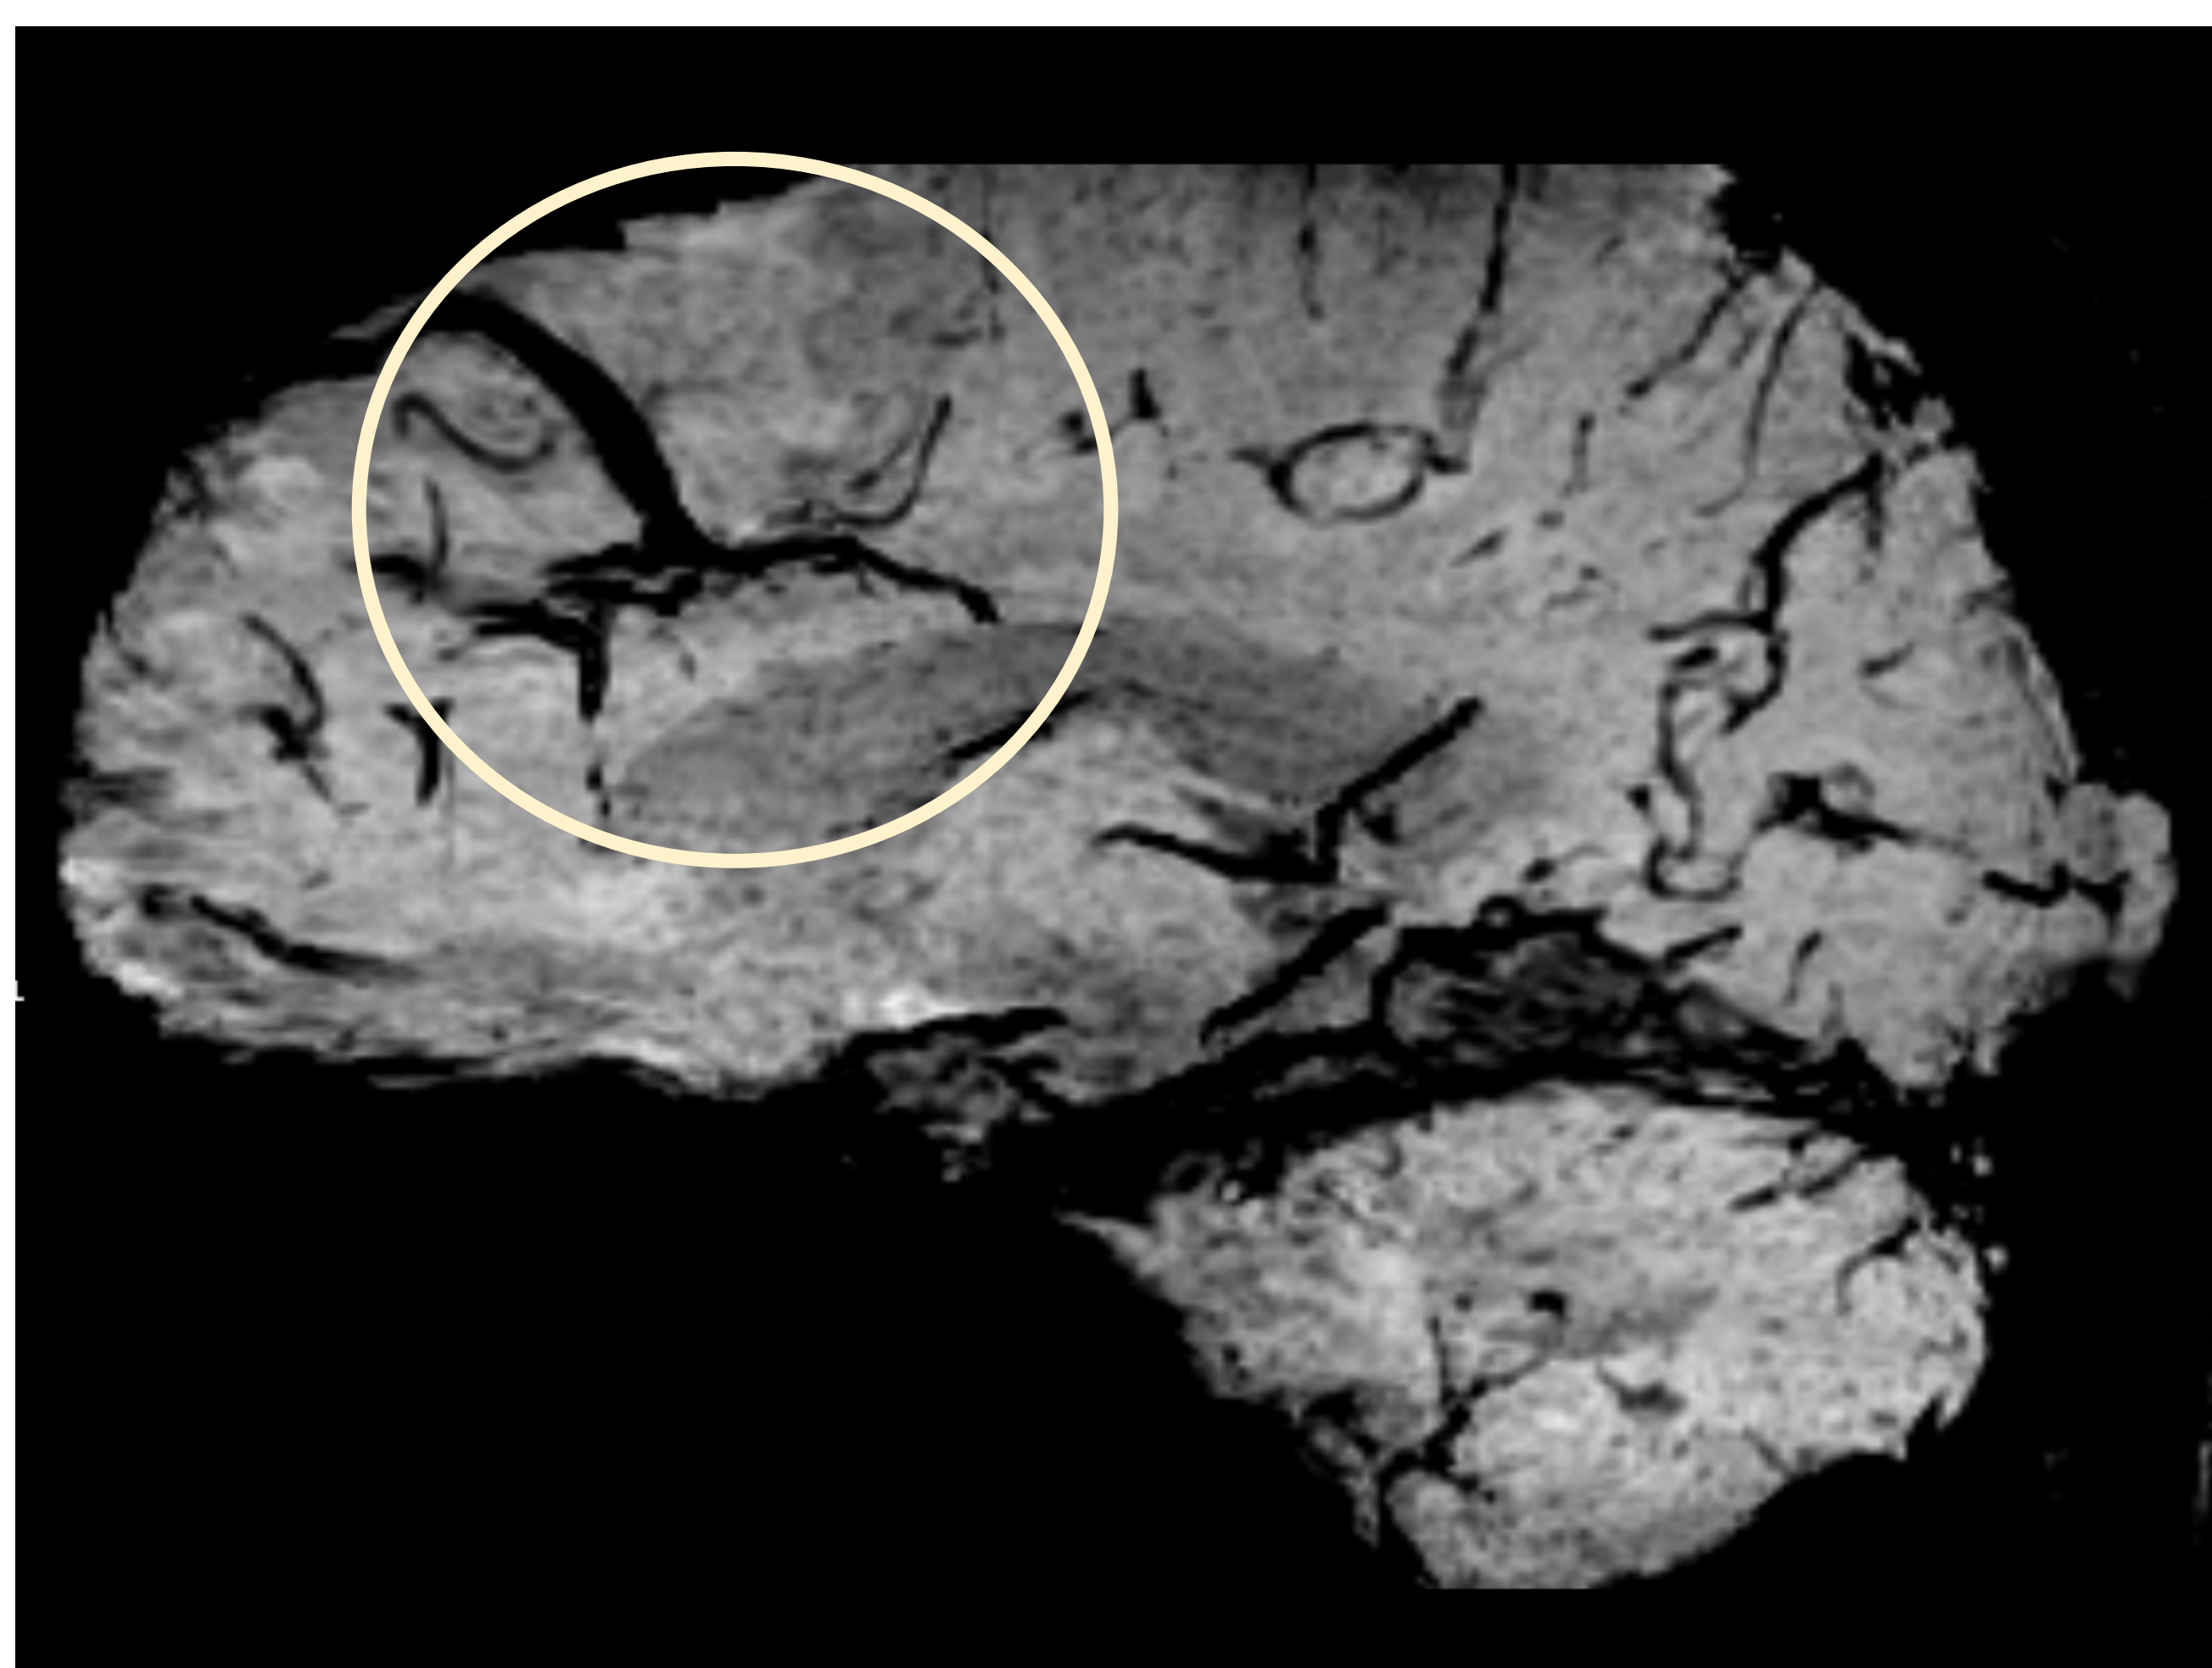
Imagen de RM en plano sagital en secuencia VEN-BOLD que muestra una estructura vascular "en cabeza de medusa" en sustancia blanca frontal parasagital con drenaje a seno longitudinal superior y múltiples ramificaciones en su extremo, compatible con ADV.
